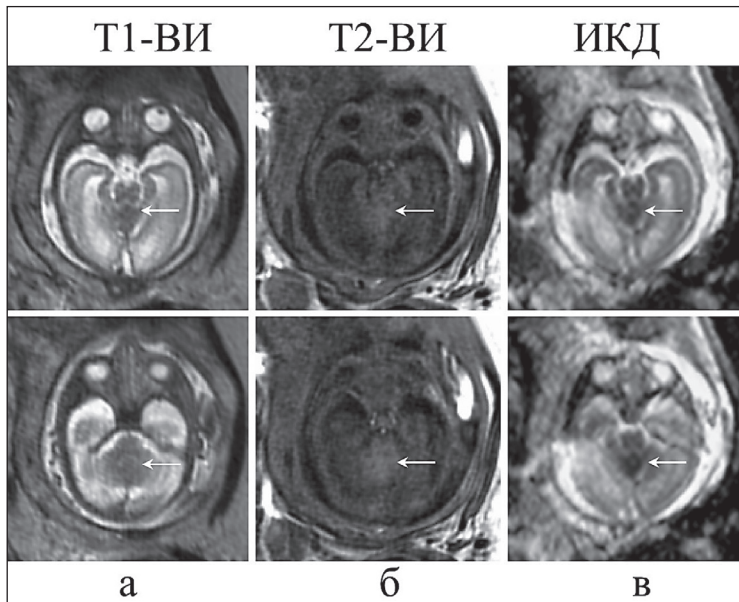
Пренатальная МРТ. Врожденная медуллобластома у плода (31 нед гестационного развития) на T2-ВИ (а), T1-ВИ (б) и карте ИКД (в). Опухоль указана стрелкой. Серая шкала параметрических карт ИКД охватывает диапазон $0-3 \times 10^{-3} \text{ мм}^2/\text{с}$ (в)
